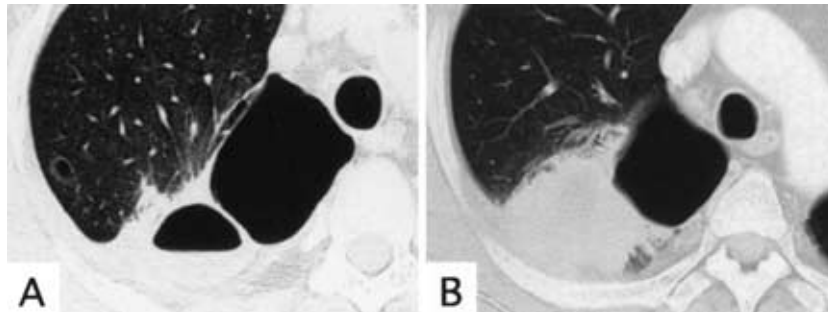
Case 6: A. A chest CT shows fluid collection in the bullae of the right upper lobe. B. A chest CT 6 years after the treatment of infected bullae shows a nodule measuring about 5 cm in size.
